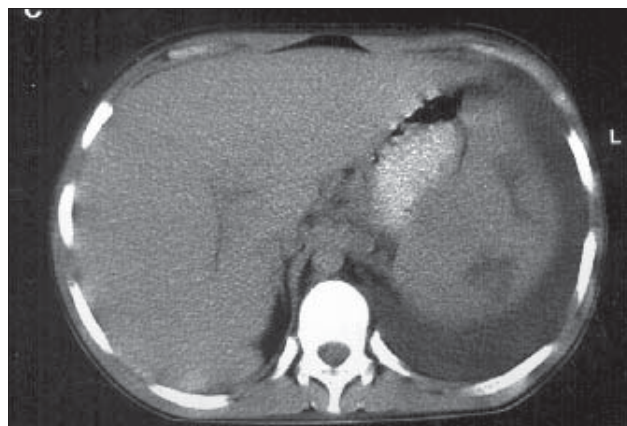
Limfom nonHodgkin. CT abdominal. Hepatomegalie. Splină cu structură inomogenă prezentând două arii spontan hipodense, cu aspect de leziuni ischemice. Pleurezie bazală stângă.
